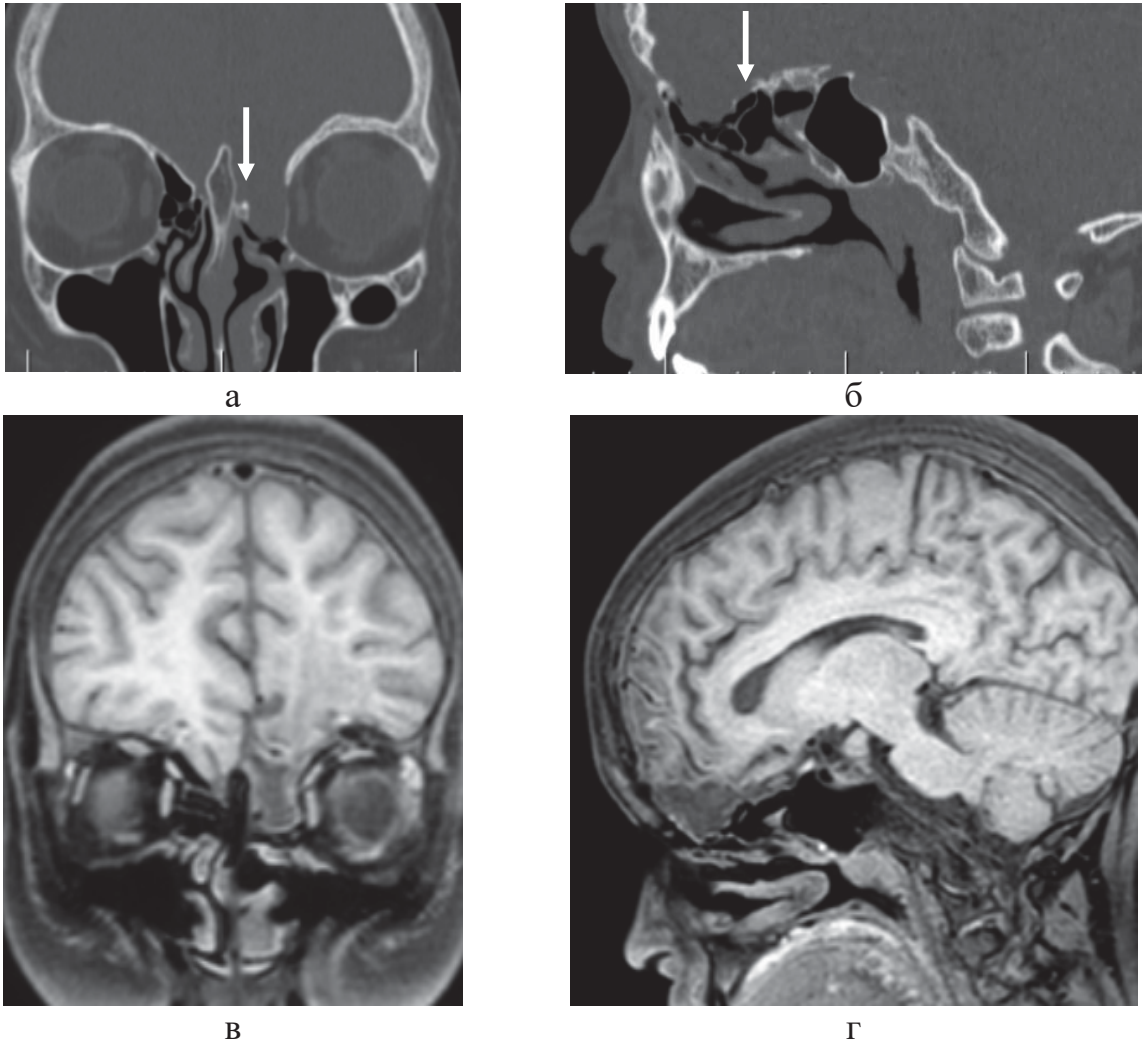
А,Б – КТ; В,Г МРТ - головного мозга перед операцией. Транзтмоидальное энцефалоцеле. Дефект основания черепа в области передних отделов крыши решетчатого лабиринта слева (показан стрелкой)
